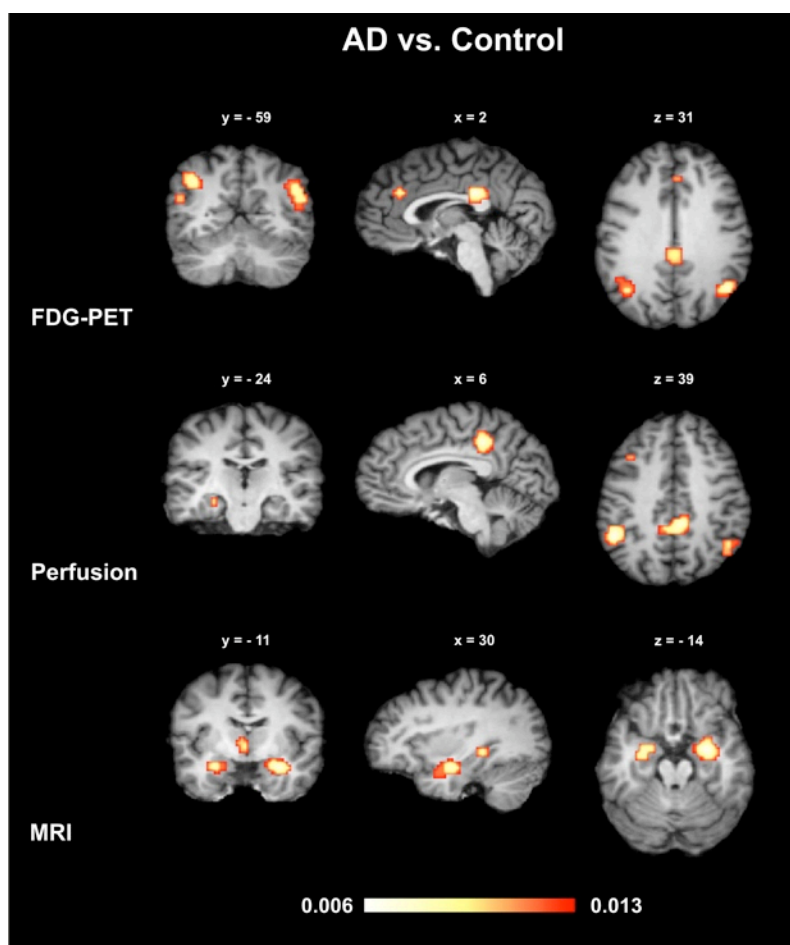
Verminderung des Stoffwechsels (FDG-PET), der Durchblutung (Perfusion) bzw. Abnahme des Hirngewebes (MRI) bei Alzheimer-Demenz (AD) im Vergleich zu gesunden Personen (Control).
